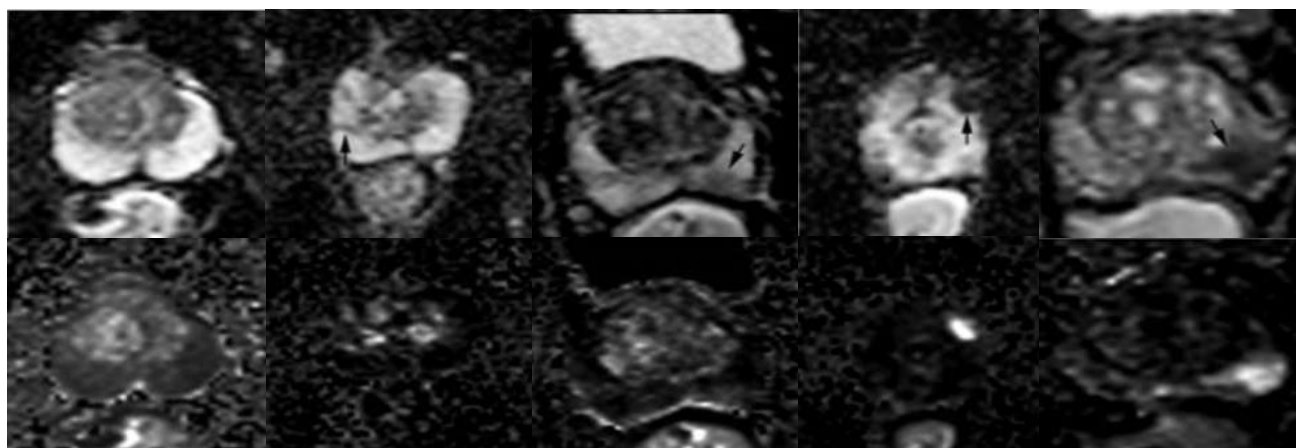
Очаги периферической зоны на DWI: от 1 до 5 баллов слева направо (Бекбосынов Н.Н., 2016).
